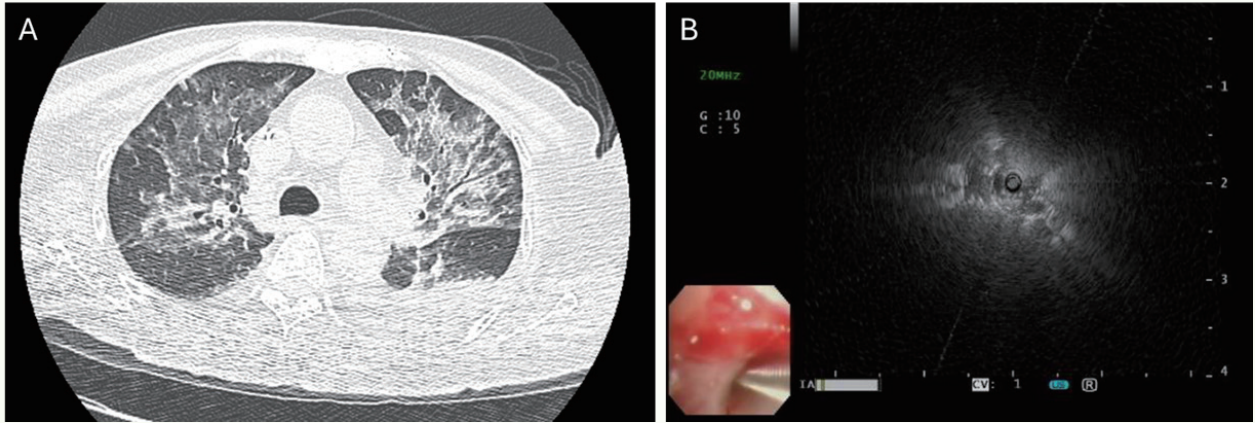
(A) Computed tomography (CT) of the chest.
